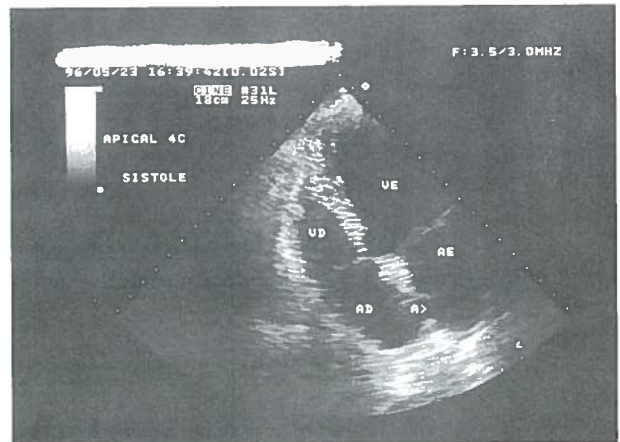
Ecocardiograma Transtorácico Bidimensional - Apical 4 câmaras
